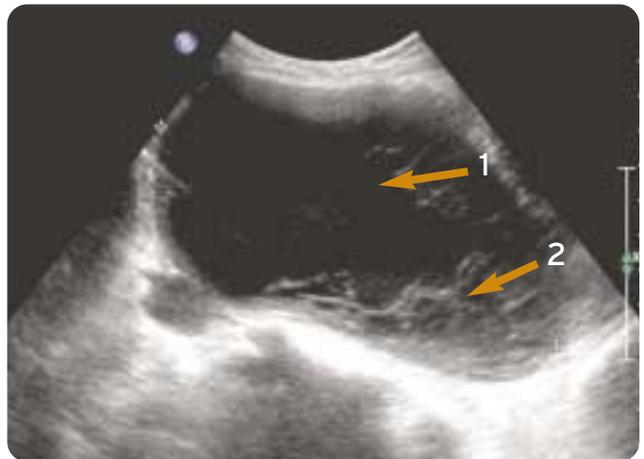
Échographie : kyste de l'ovaire. À l'intérieur du kyste (1) on observe une zone échogène et hétérogène (2) orientant vers une hémorragie intrakystique.
